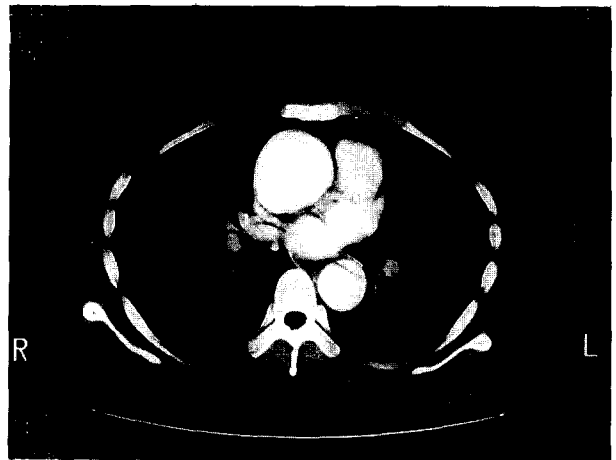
Case 4. Preoperative Chest CT
